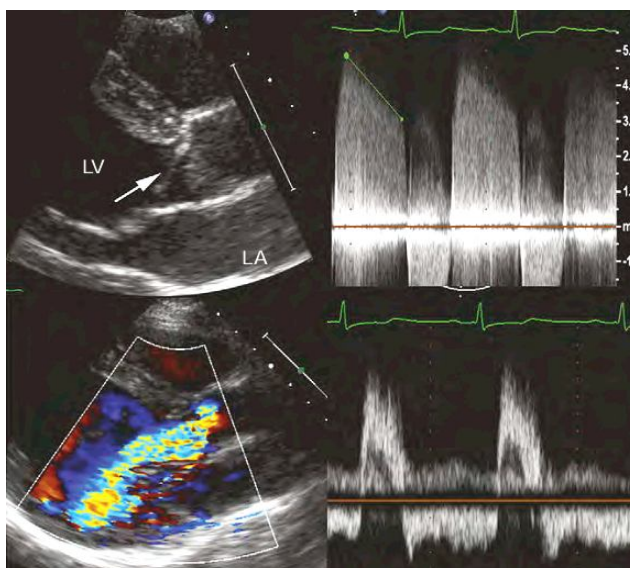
ce groupe d'images est réalisé chez un patient porteur de DSA associé à un RA valvaire et à une IA significative prouvée au doppler (vena contracta, PISA et PHT). LA : Left atrium, LV : Left ventricle. (d'après Pediatric cardiology d'Anderson).
